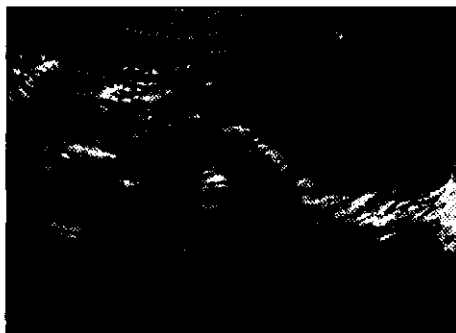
УЗИ. Истинная киста поджелудочной железы.
